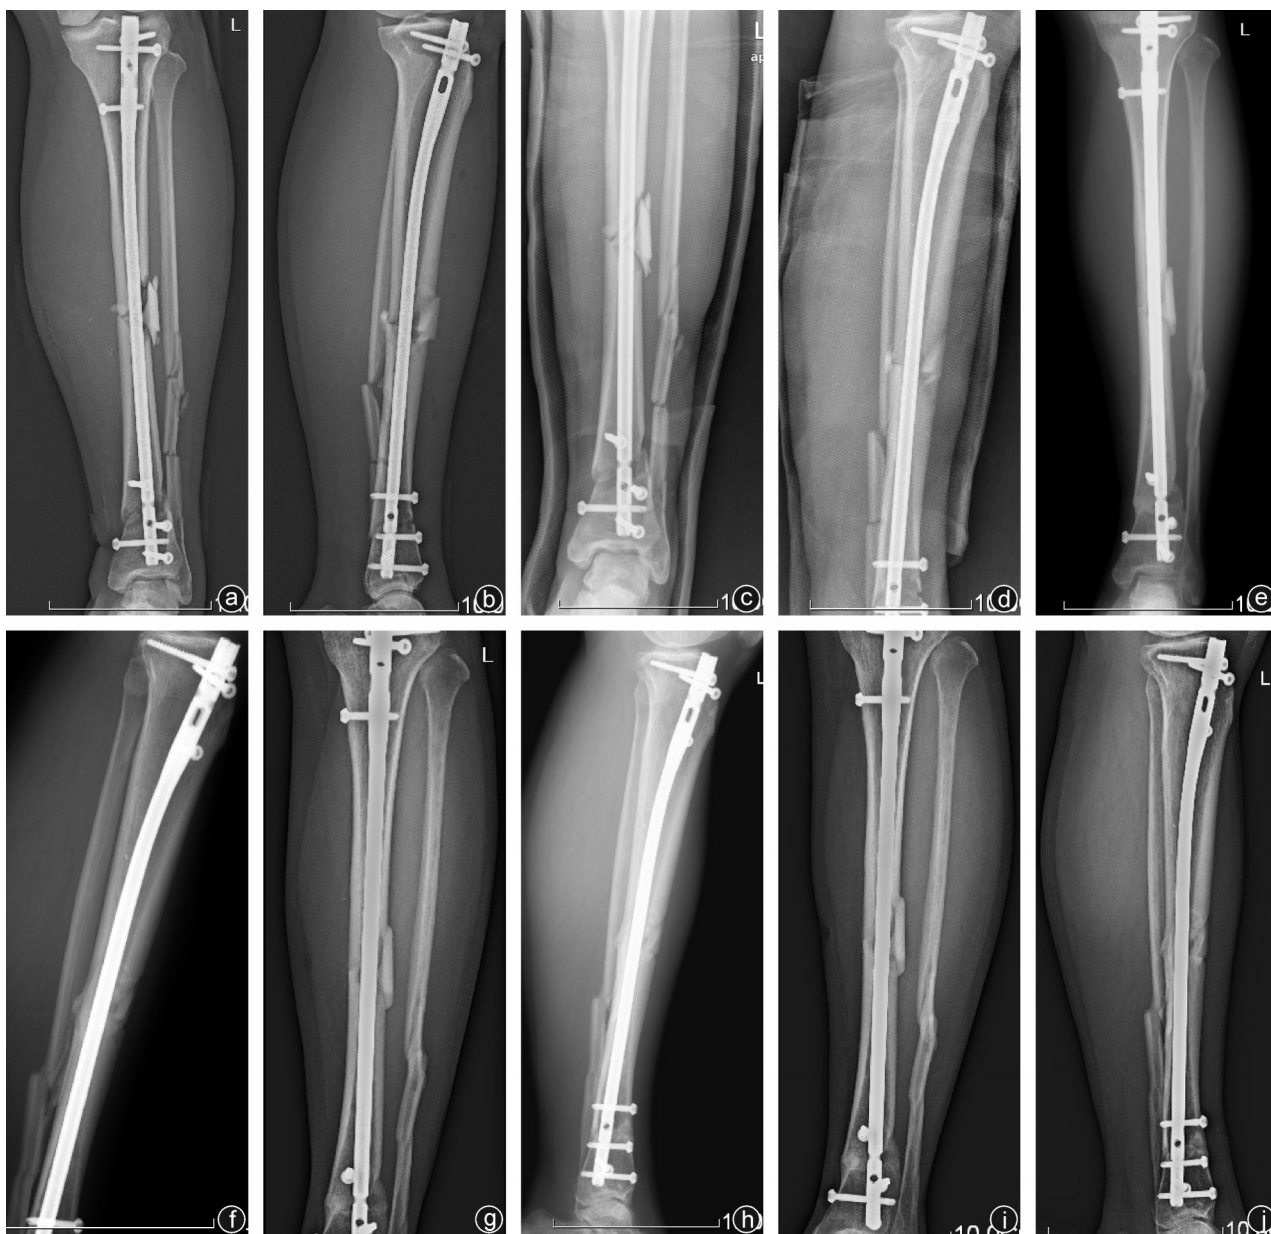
同一病人,术后影像图片 a,b:术后3 d正侧位X线片示左桡骨骨折对位对线良好,髓内钉固定可靠;c,d:术后2个月正侧位X线片示左桡骨骨折对位对线良好,断端少量骨痂生长,髓内钉固定在位;e,f:术后4个月正侧位X线片示左桡骨骨折骨痂生长良好,髓内钉固定在位;g,h:术后6个月正侧位X线片示左桡骨骨折处大量骨痂生长,髓内钉固定在位;i,j:术后1年正侧位X线片示左桡骨骨折愈合良好,髓内钉固定在位,未出现断钉及断棒
